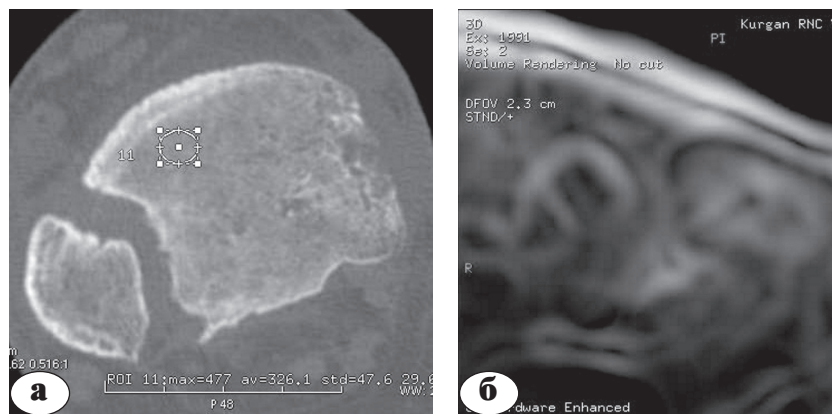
КТ коленных суставов больной У., 21 года. Хронический остеомиелит, остеомиелитическая полость: а – аксиальный срез; б, в – MPR во фронтальной плоскости; г – измерение плотности мыщелков бедренной и большеберцовой костей в режиме VRT
